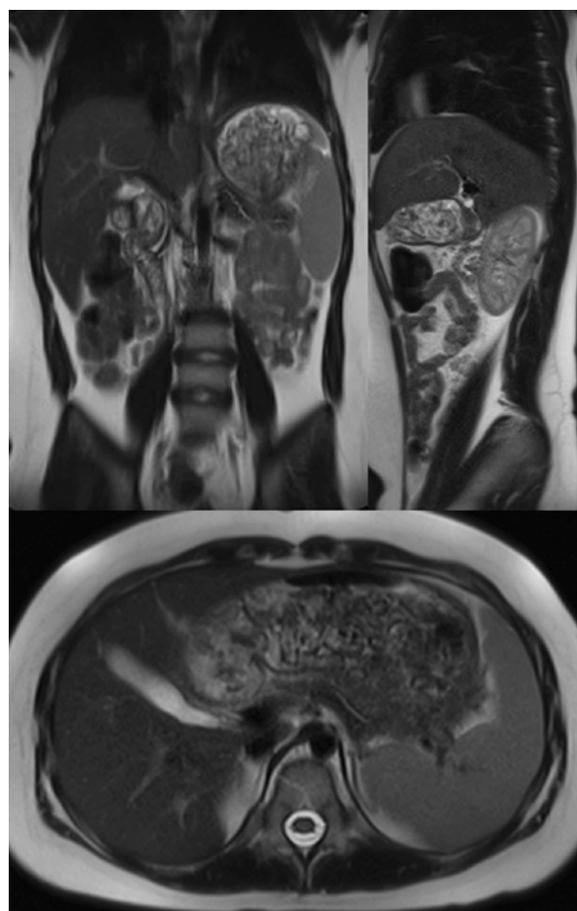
Магнитно-резонансная томография. Контроль органов брюшной полости через 6 мес. после лечения
